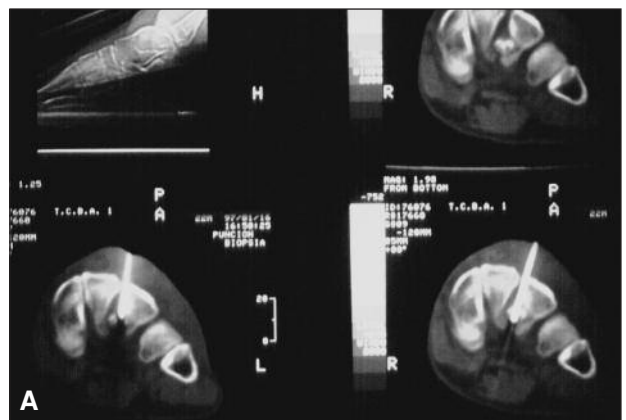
A y B. Punción-biopsia bajo TC.
